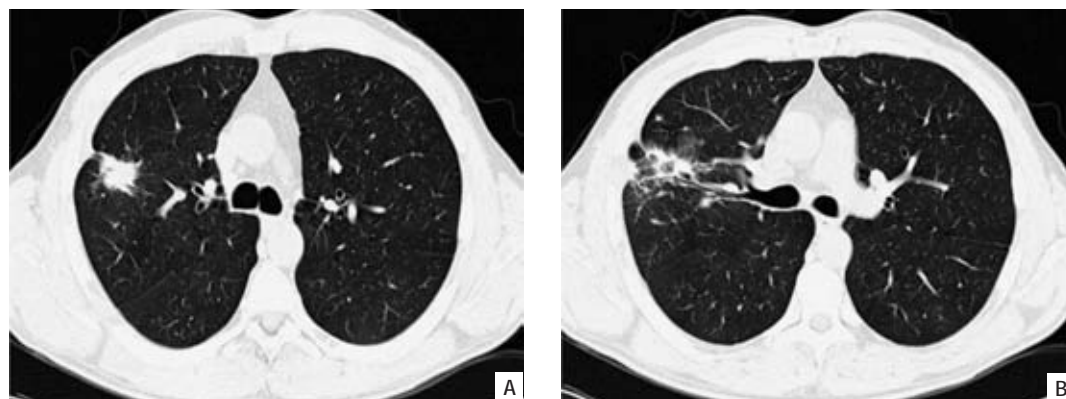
(A e B) – TC do tórax – Duas áreas de densificação parenquimatosa, justapostas, com contornos espiculados, localizadas no LSD. Ligeira redução das dimensões comparativamente ao exame anterior. A lesão de maior dimensão mede actualmente cerca de 25 mm. Ligeiro espessamento da pleura parietal adjacente
